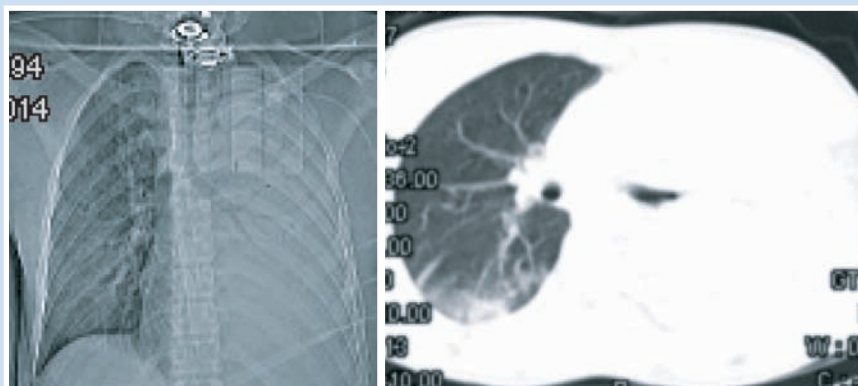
Результаты КТ исследования органов грудной клетки пациента (25.01.2015 г.)
